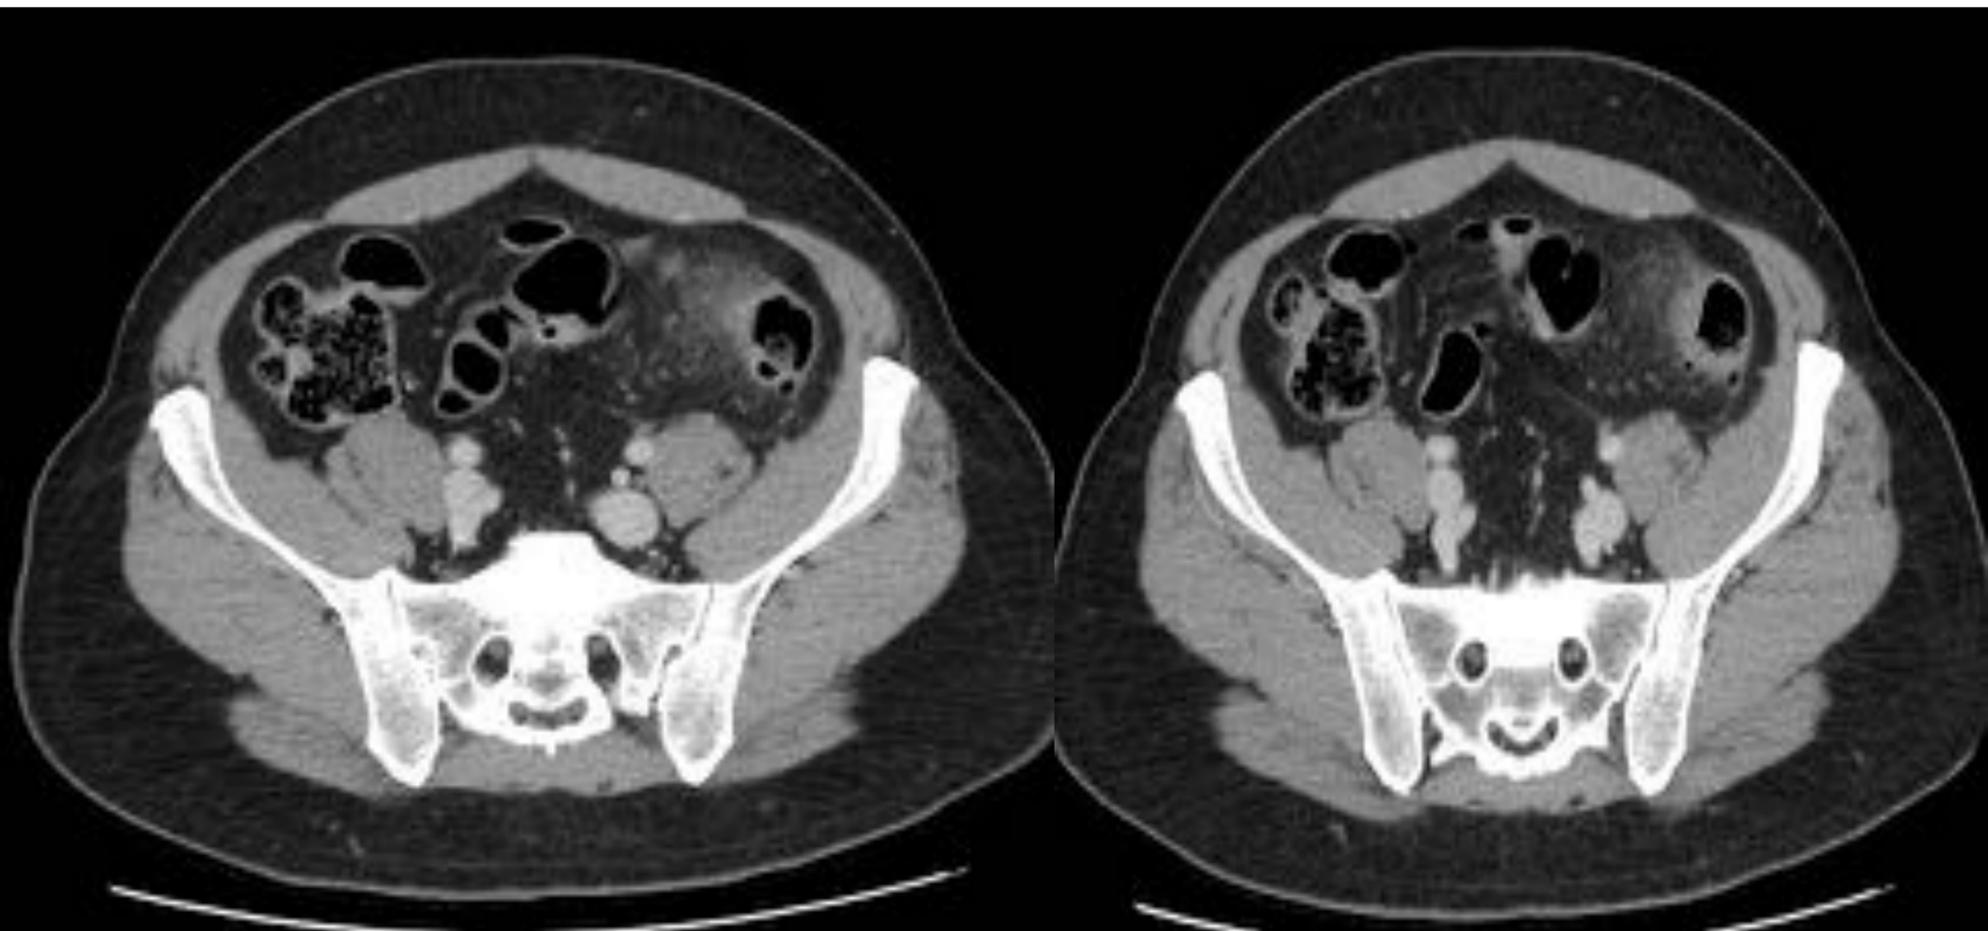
Cortes axiales, TC abdominopélvico tras administrar CIV, fase portal.
